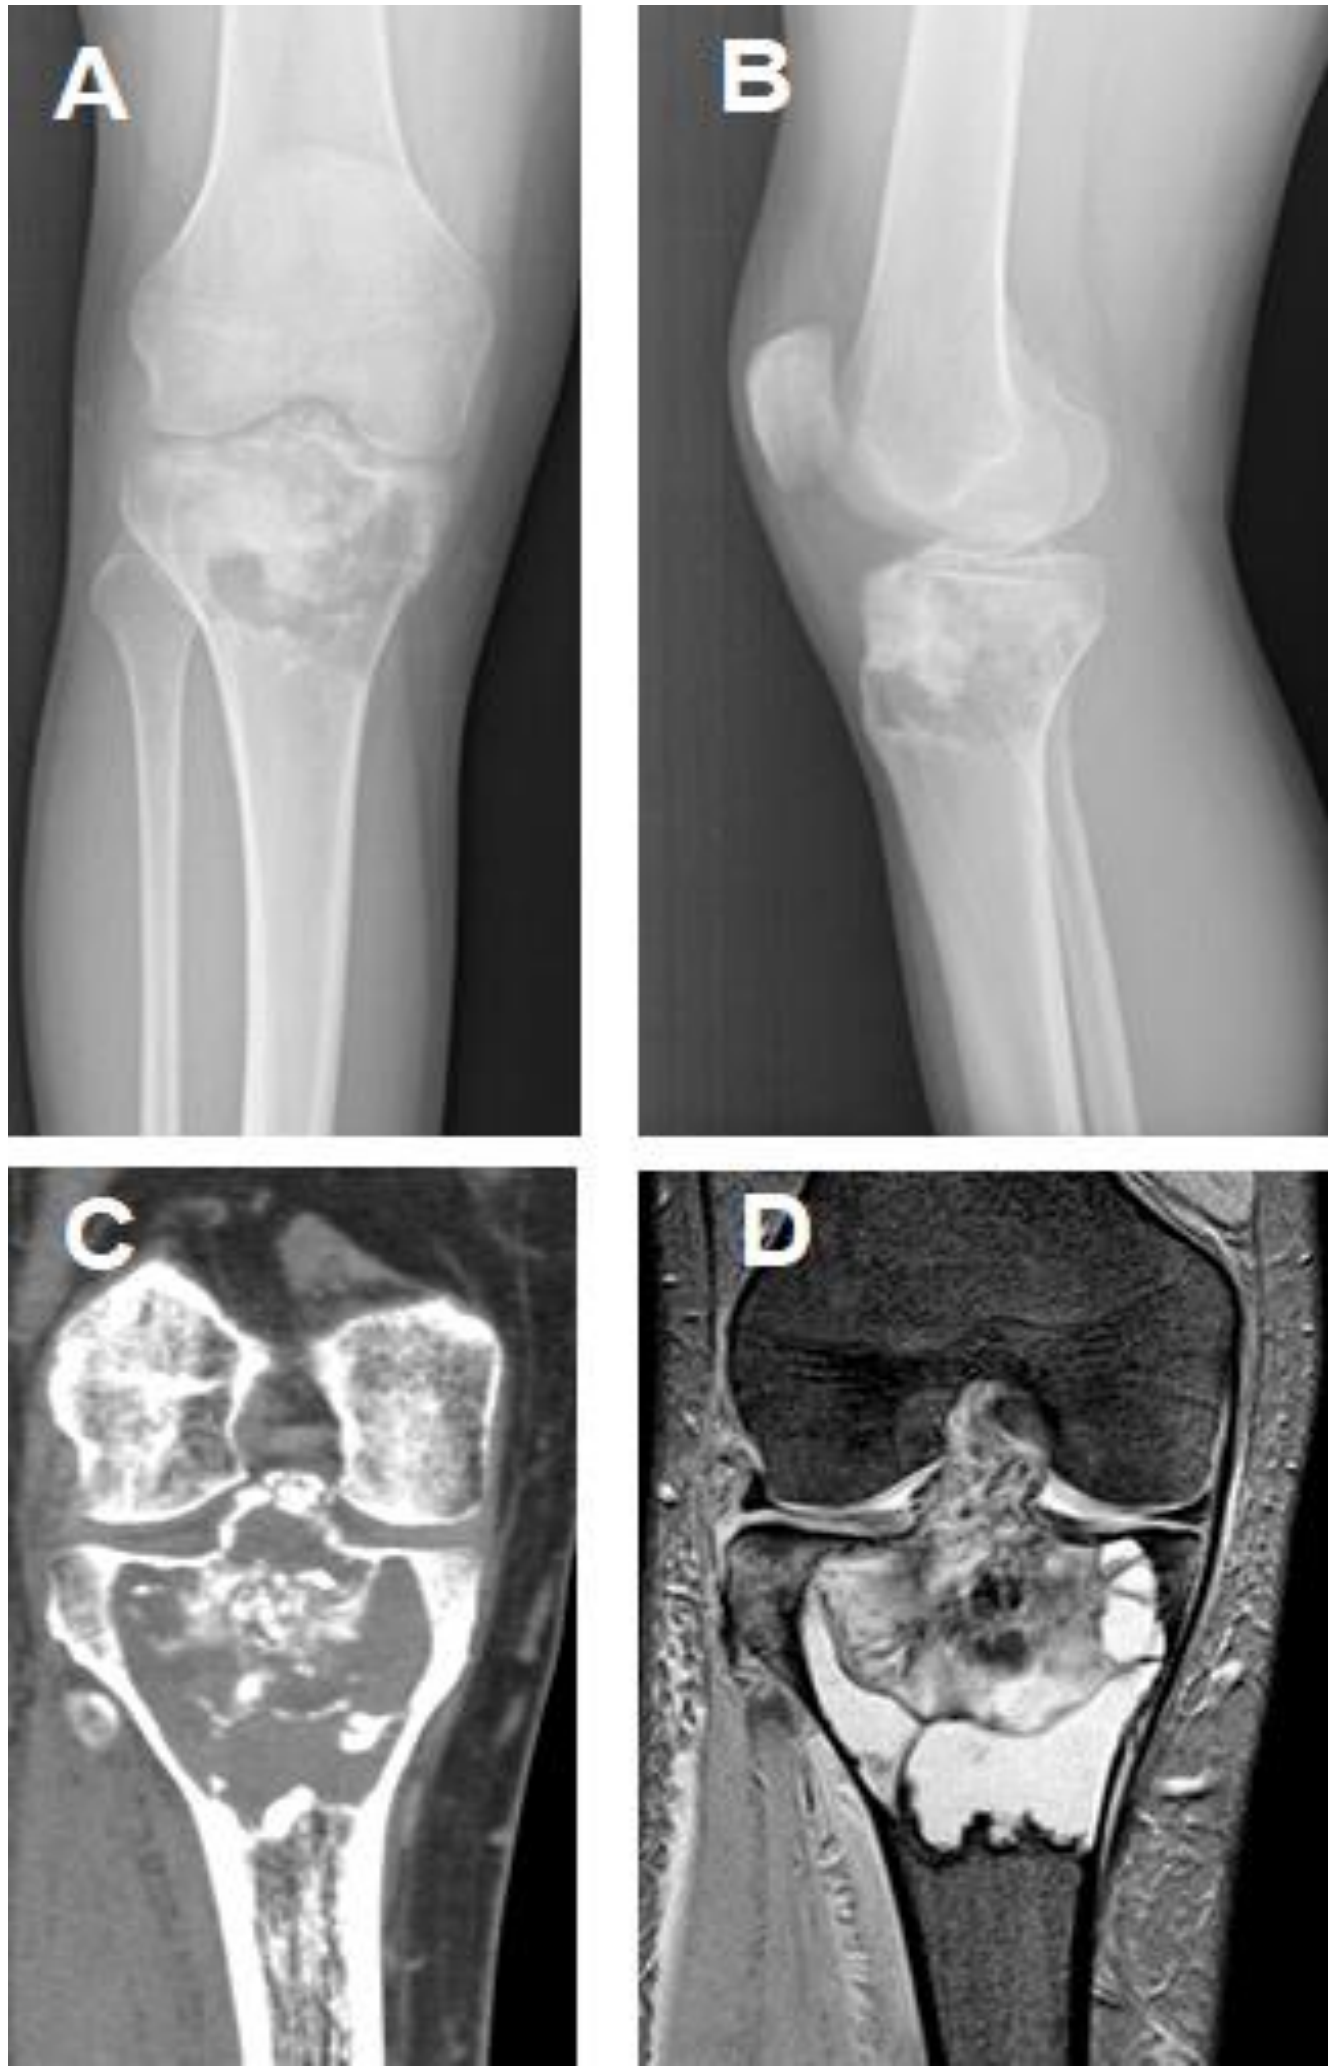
A y B: radiografía que muestra lesion lítica en tibia proximal. C: TC con imagen metafisaria lítica. D: RMN lesión quística y masa partes blandas
